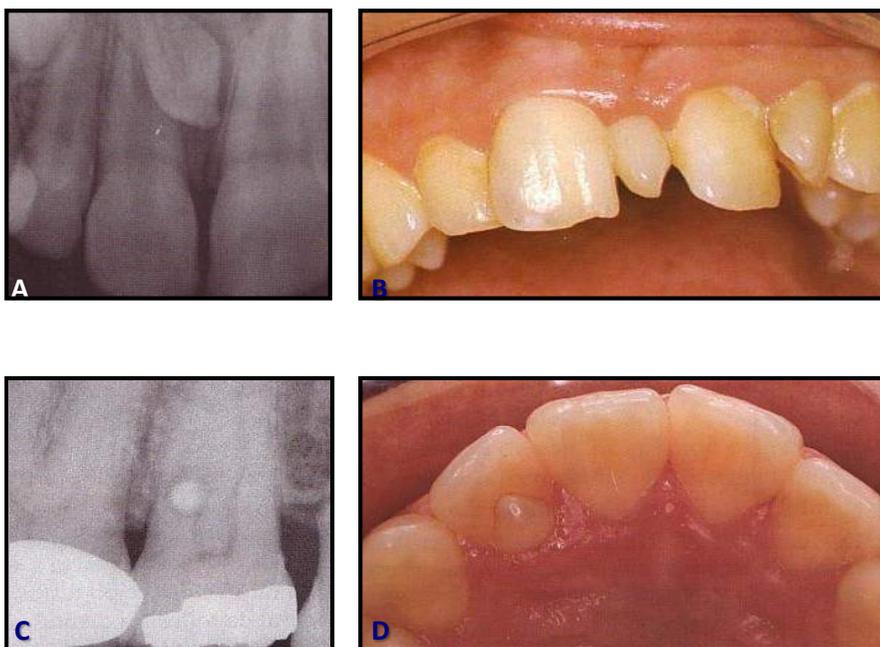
Patologías dentarias: A y B) Radiografía e imagen de un mesiodens C) Imagen radiológica de una perla del esmalte D) Cúspide accesoria en el incisivo lateral.
